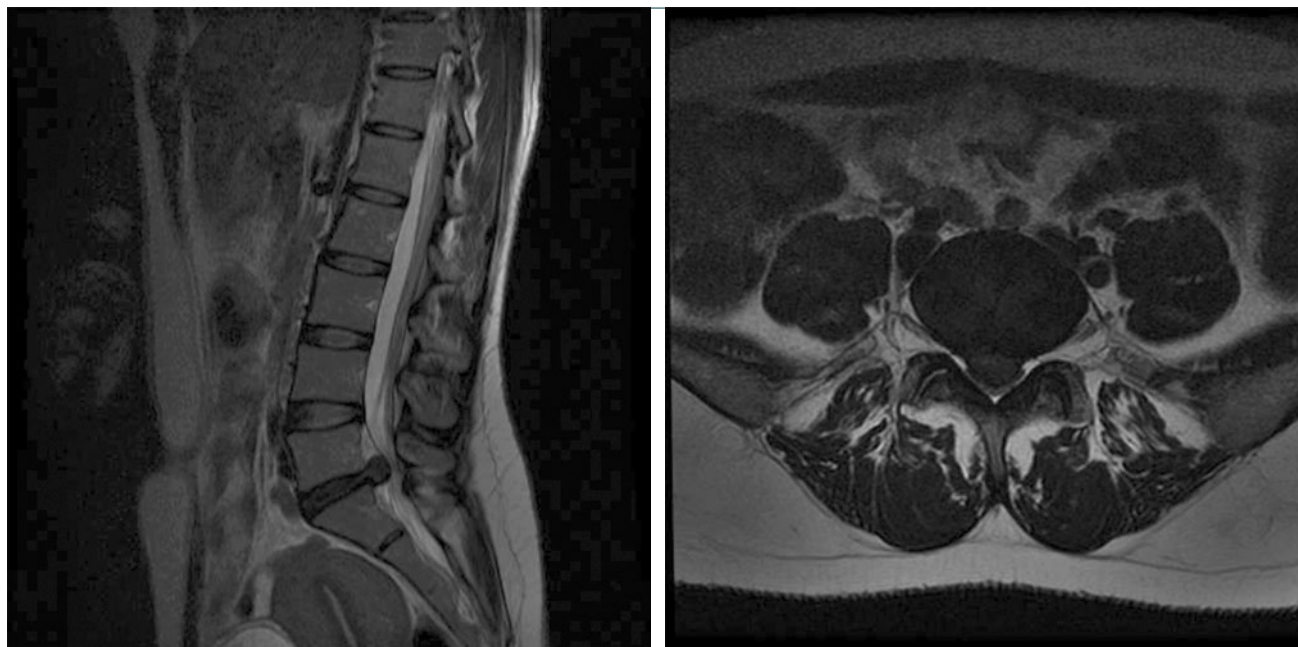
RM de hernia discal lumbar L5-S1 derecha.
